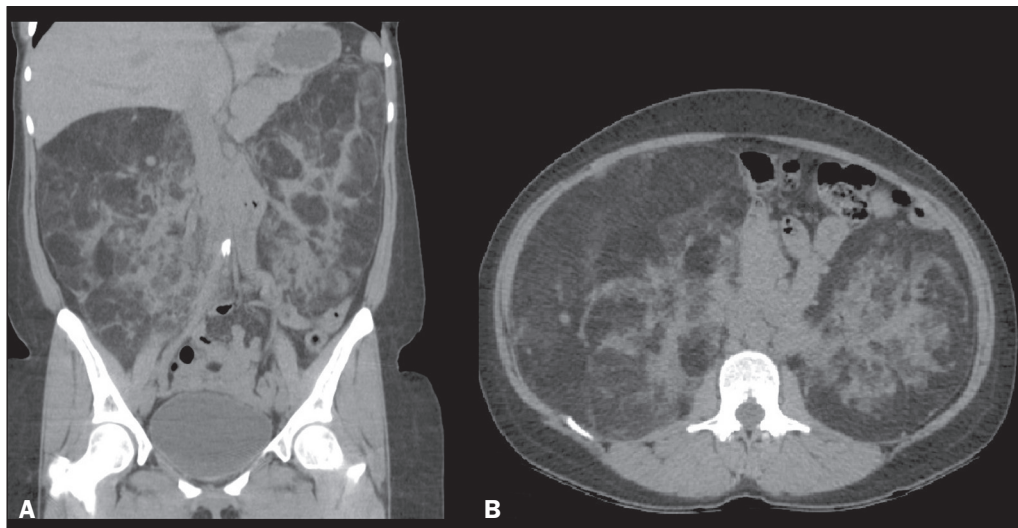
TC de abdome sem contraste com reconstrução coronal (A) e secção axial (B) mostrando formações volumosas heterogêneas, parcialmente delimitadas, com extensas áreas de atenuação lipomatosa, determinando acentuada substituição renal bilateral, associadas a distorção arquitetural difusa do parênquima e efeito de massa local.
